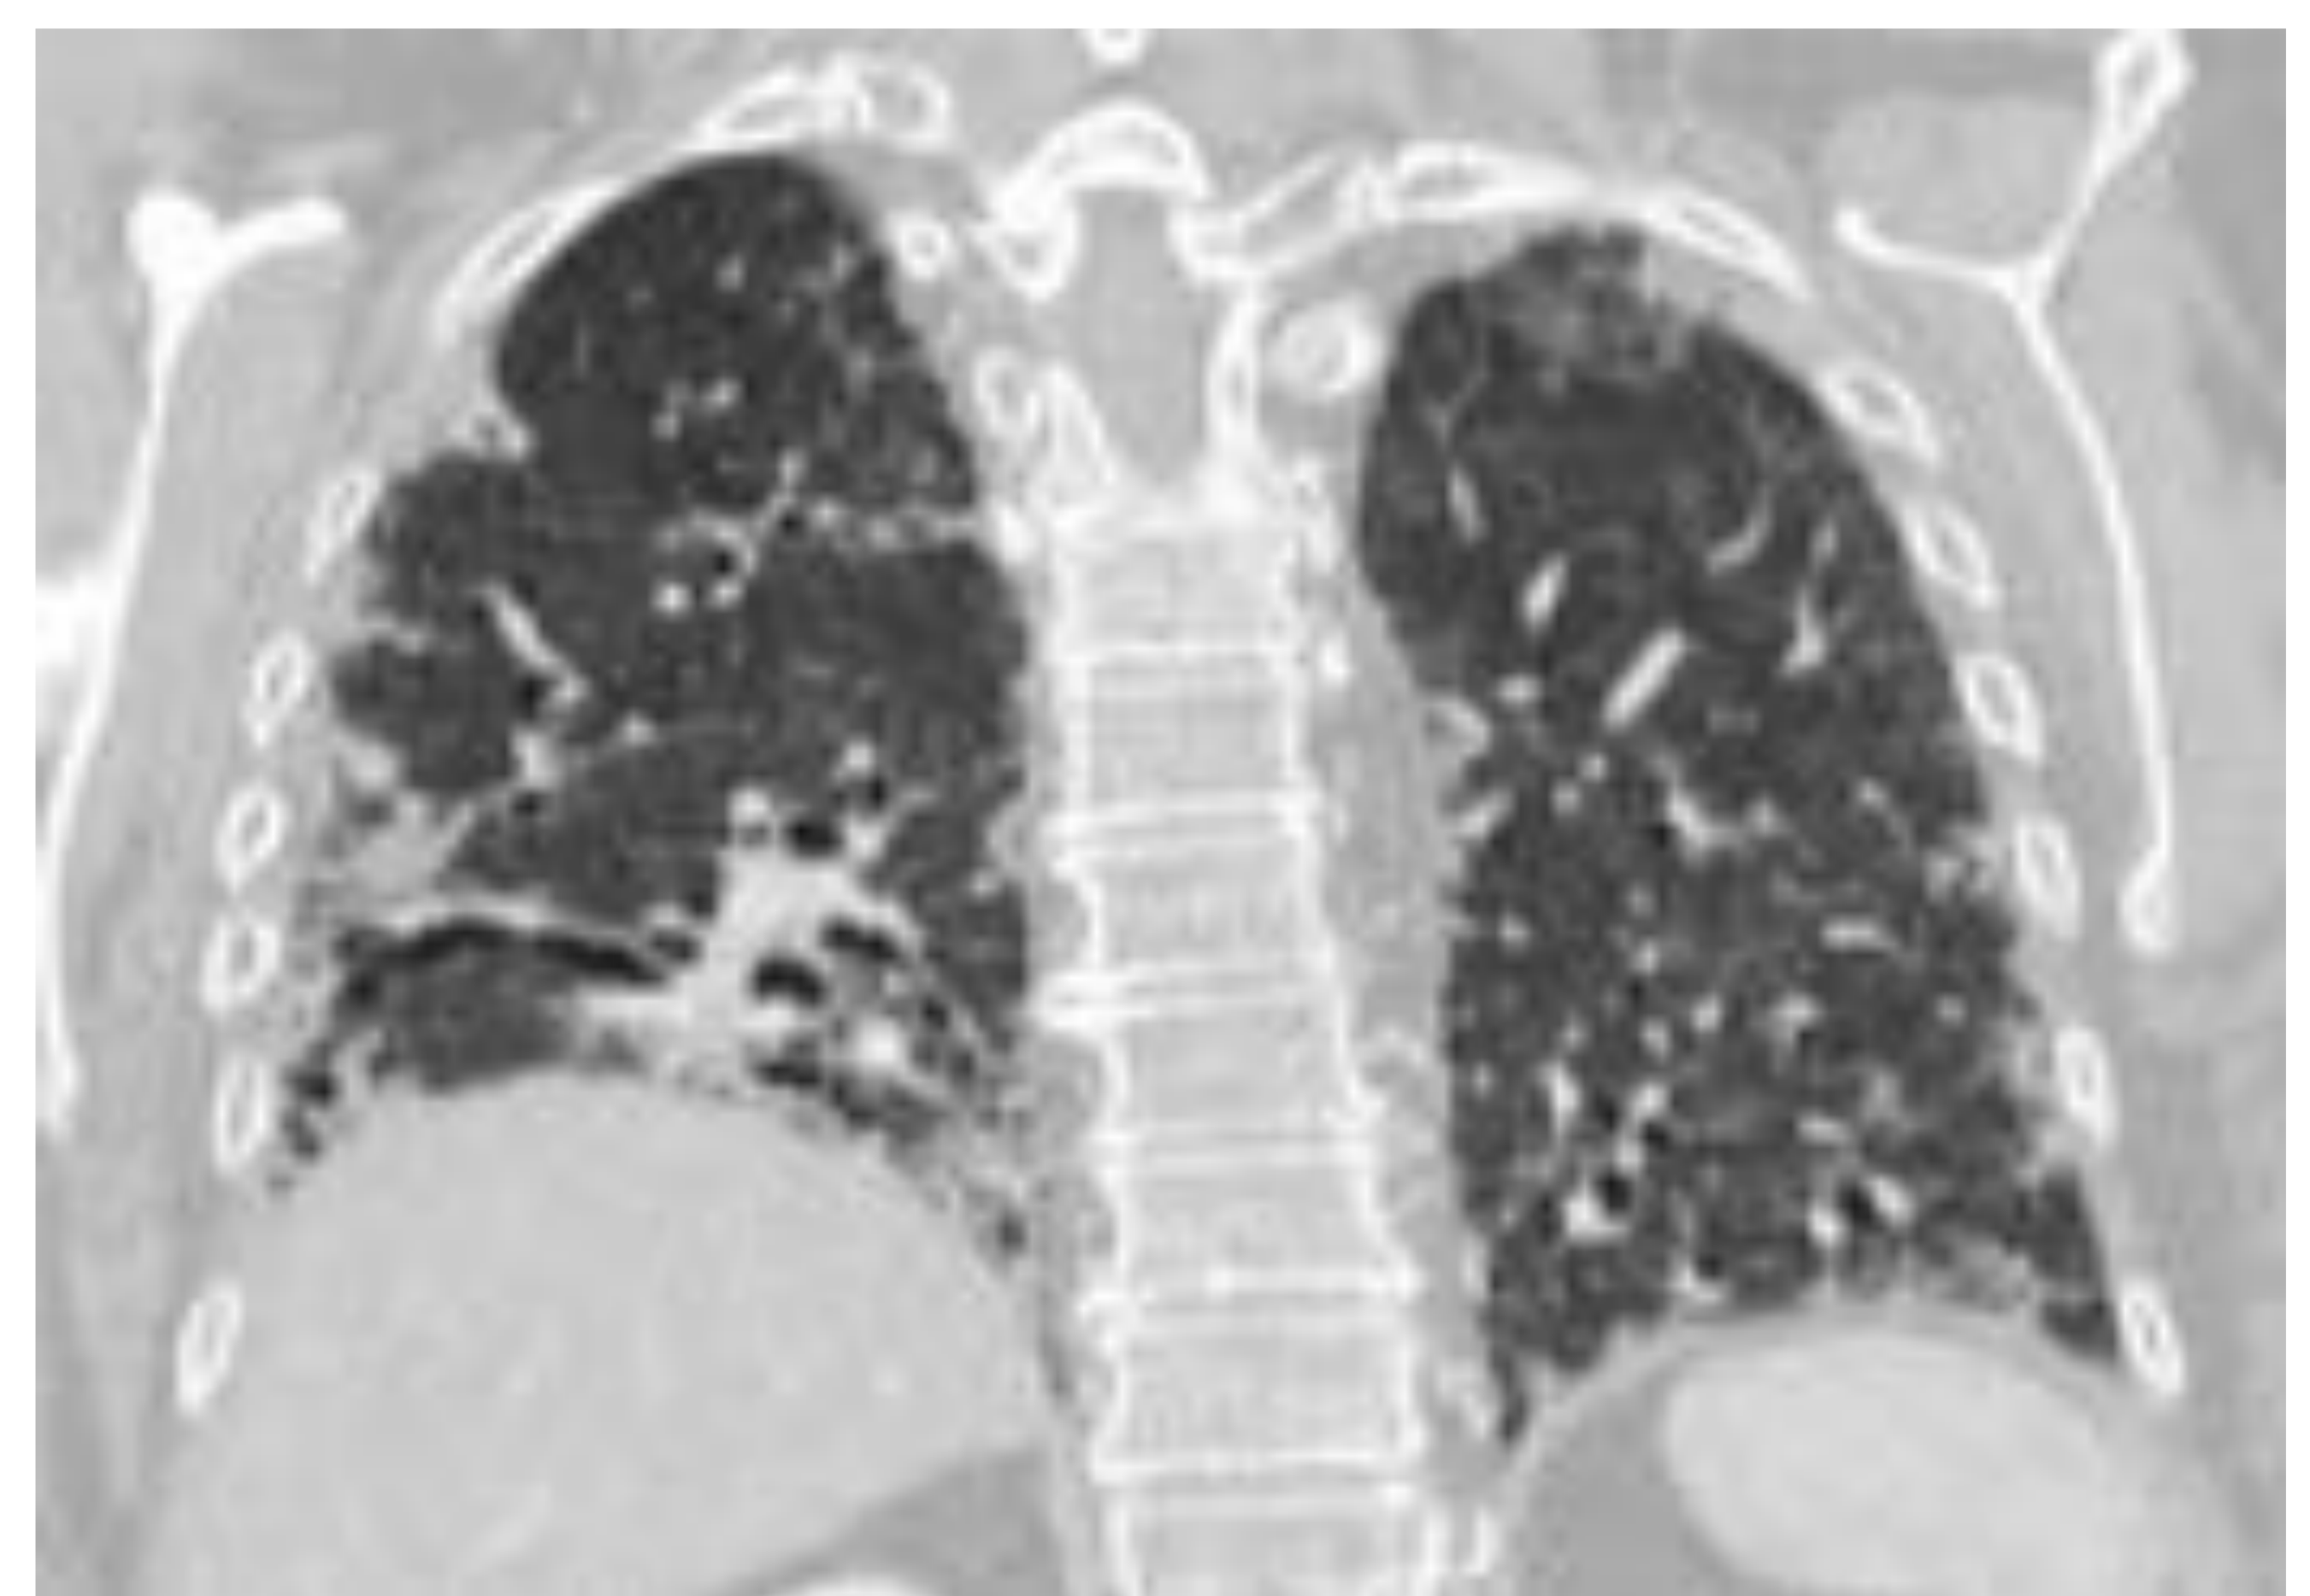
Paciente diagnosticada de fibrosis pulmonar idiopática en tratamiento con pirfenidona. Hermano fallecido por la misma patología, por lo que podríamos estar en una forma familiar. En TC se observan hallazgos en relación con fibrosis pulmonar que afecta a todos los campos pulmonares, fundamentalmente a los inferiores, con marcada desestructuración con engrosamiento septal, áreas de panalización subpleural y bronquiectasias por tracción.
